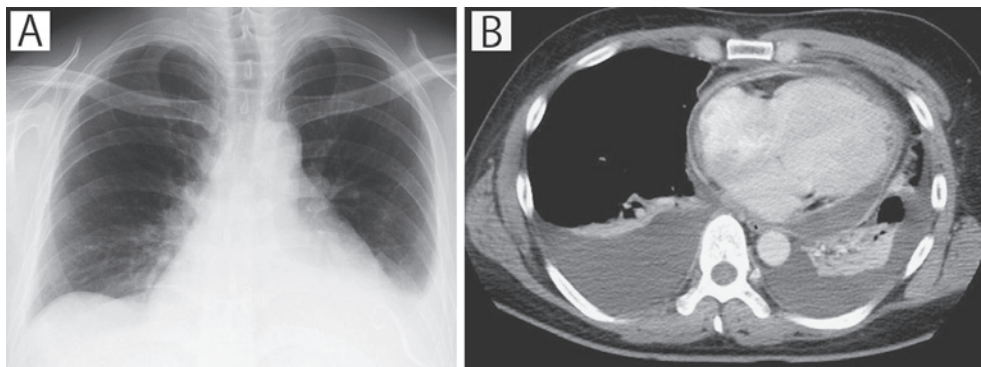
A) A chest radiograph showing cardiac enlargement and left pleural effusion. B) A chest CT image showing pericardial thickening, pericardial and pleural effusion and passive atelectasis of bilateral lower lobes.
